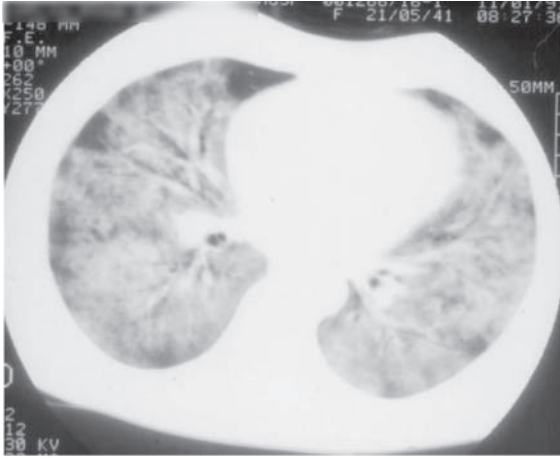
Tomografia computadorizada de tórax mostrando hemorragia alveolar difusa.
